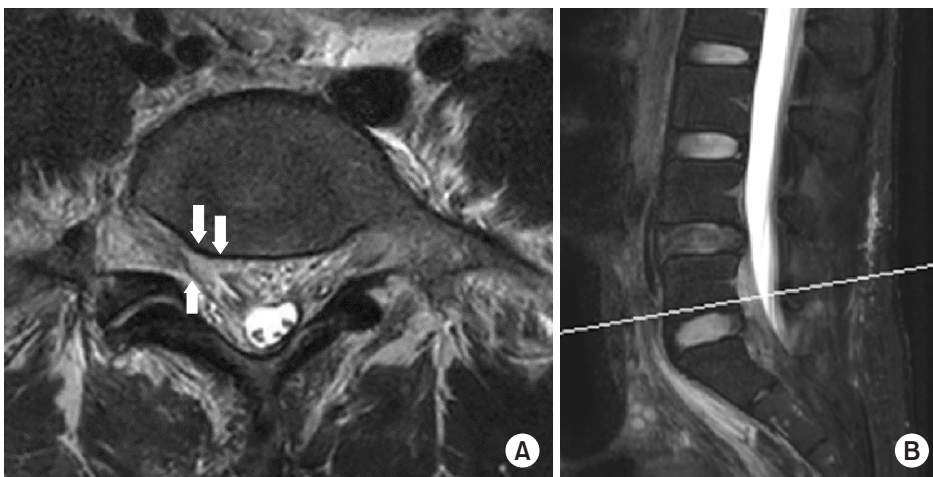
(A) T2-weighted axial image shows right L5 nerve root compression by hematoma (white arrows), (B) sagittal image shows hematoma on the anterior epidural space from L5 to S3.
